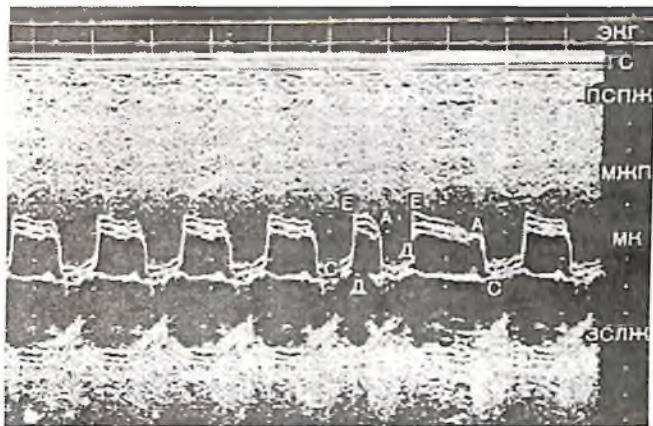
Одномерная эхокардиограмма, зарегистрированная из парастерального доступа на уровне митрального клапана у больного с митральным стенозом. Заметно уплощение кривой движения передней створки МК в диастолу, резкое снижение амплитуды А-волны, однонаправленное движение передней и задней створок МК.
